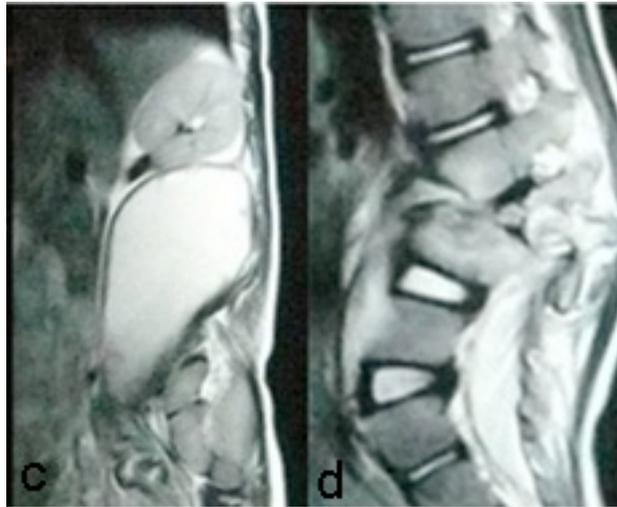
7 a,c. MRI T1 W1 Lumbal memperlihatkan gambaran destruksi pada korpus L2 dan L3 disertai kerusakan pada diskus. Tampak pula gambaran penekanan thecal sac setinggi L2-3. Tampak abses paravertebral di anterior L2 dan L3. Gambar b,d. CT Scan Lumbal yang memperlihatkan adanya kerusakan L2 dan L3 disertai kifosis dan penekanan techal sac. (Rukmana, 2011)
